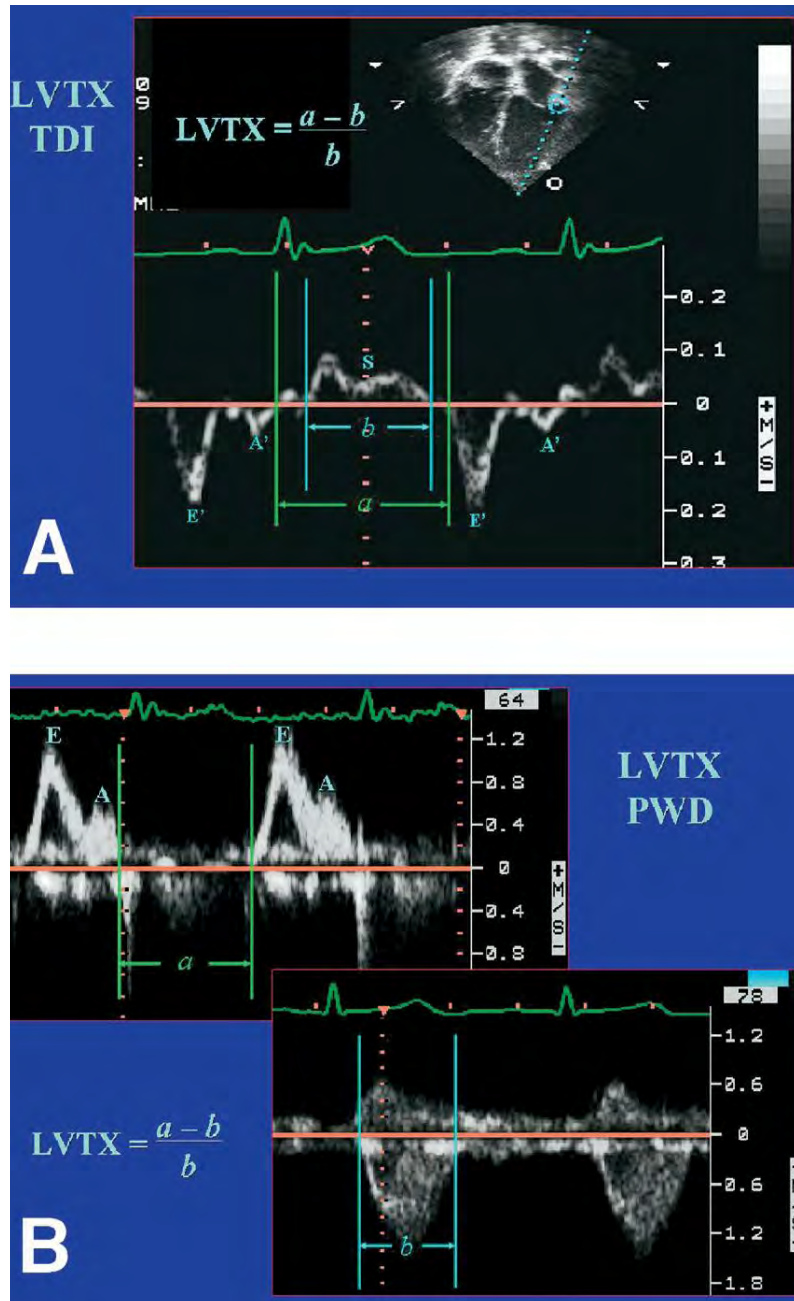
A, índice de Tei ventricular izquierdo usando el doppler tisular. El componente a (tiempo de contracción isovolumetrica + tiempo de eyección + tiempo de relajación isovolumétrica) es medido en la diástole tardía en el anillo mitral al final de la onda A mitral. El componente b es medido del borde del inicio de la onda S sistólica mitral al final de la misma. B, cálculo del índice de Tei usando el doppler pulsado.
